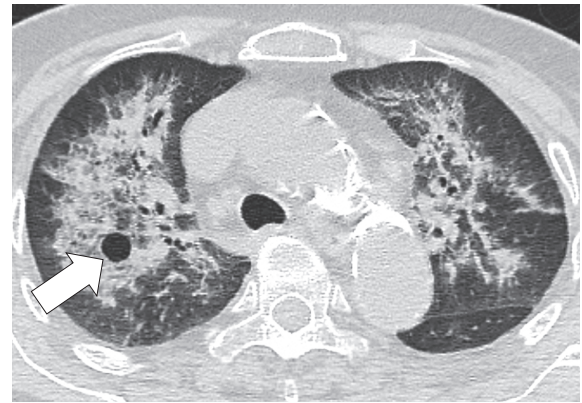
当院入院時 (Day 3) の胸部単純 CT
